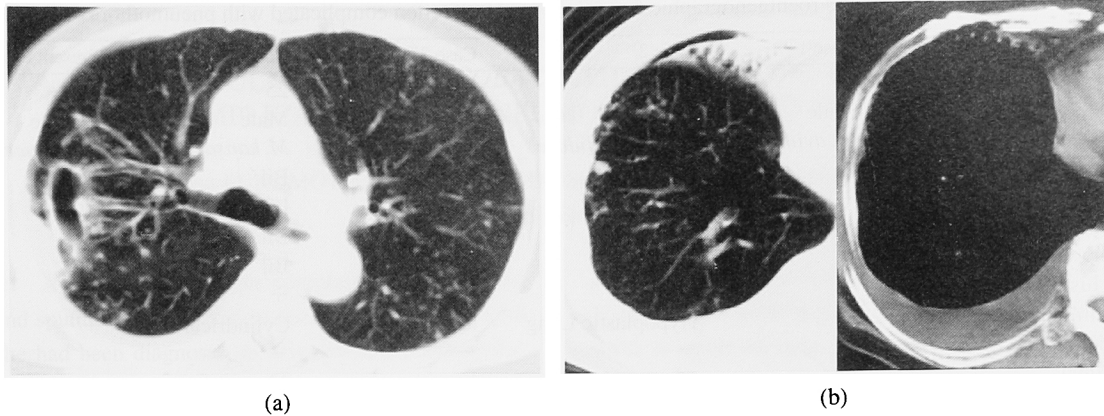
Chest CT on admission (2004. 6)
